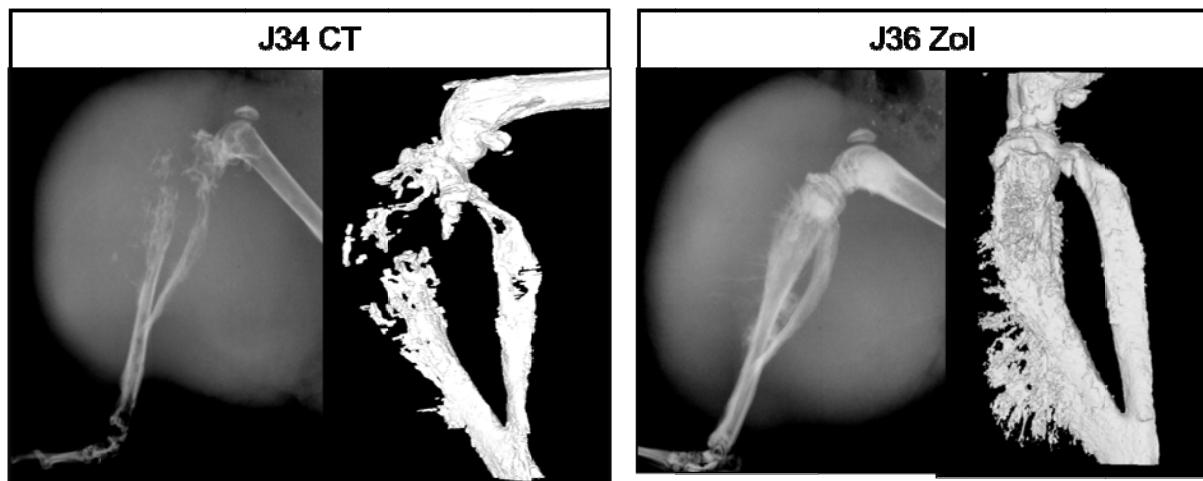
Radiographies et images microscanner 3D chez des souris non traitées et traitées par du ZOL (modèle A673). Le ZOL protège de l'ostéolyse tumorale.
